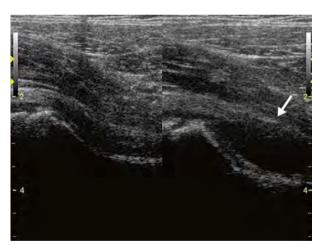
Sinovitis transitoria de cadera izquierda. En la ecografía, se aprecia aumento del espacio articular con abombamiento de la cápsula (flecha).
